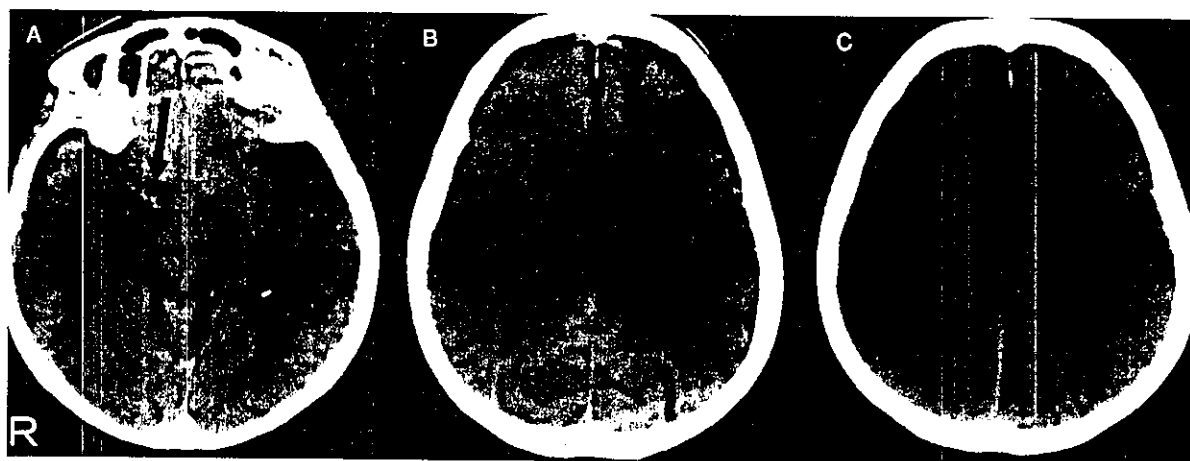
early CT sign を呈した症例
